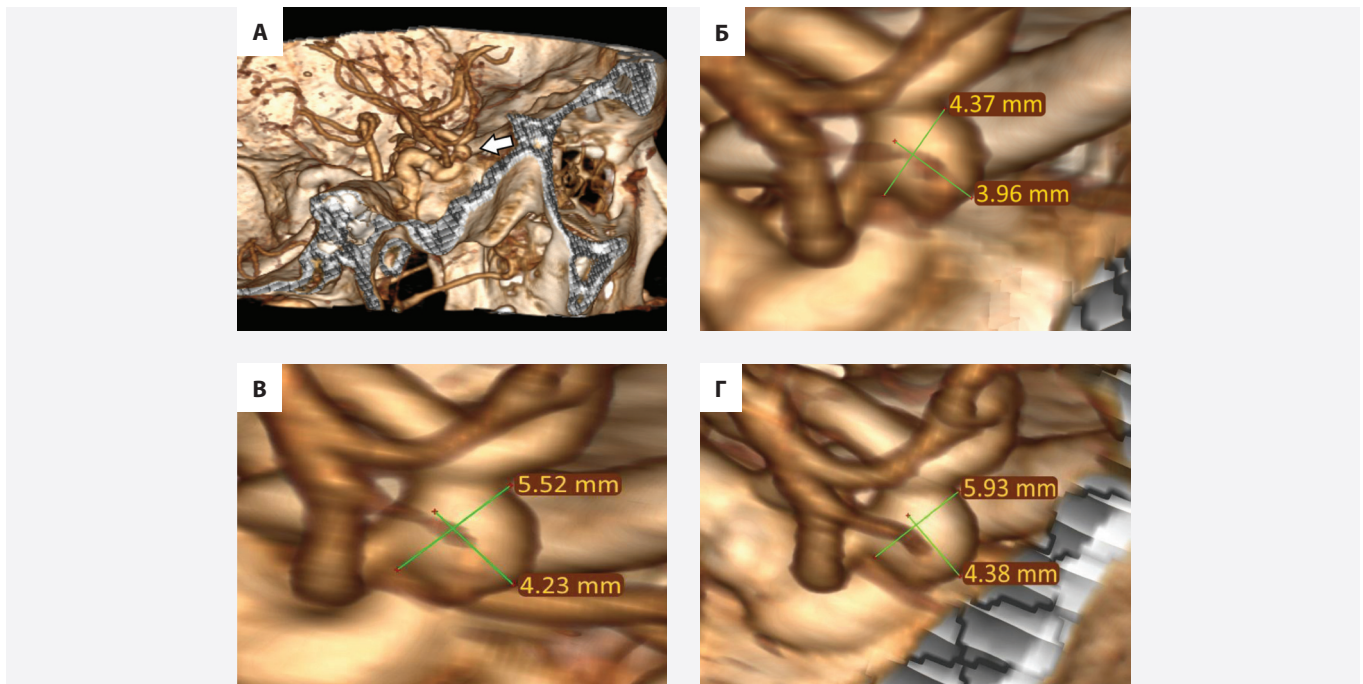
Компьютерно-томографическая ангиография (3D-реконструкция) церебральных артерий пациентки Б. от 27.01.2011 г. Визуализируется средних размеров аневризма развилки левой средней мозговой артерии
